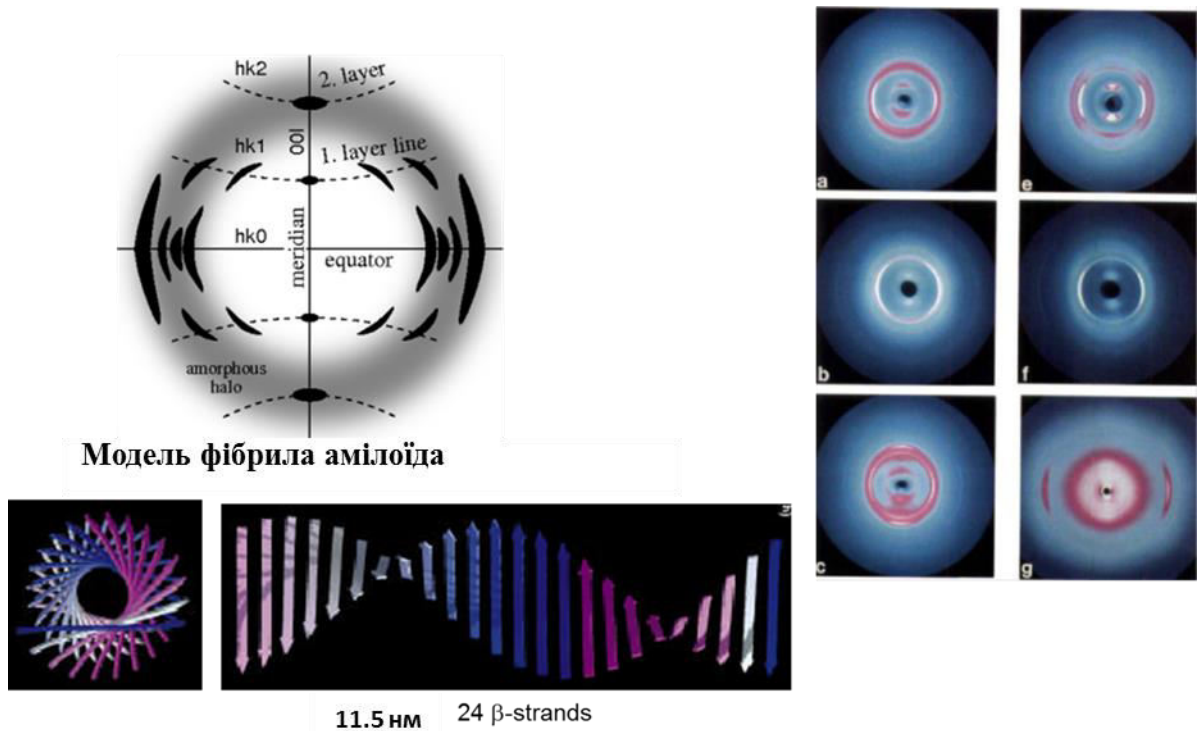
Дані рентгенівської фібрилярної дифракції та модель фібрила амілоїда
